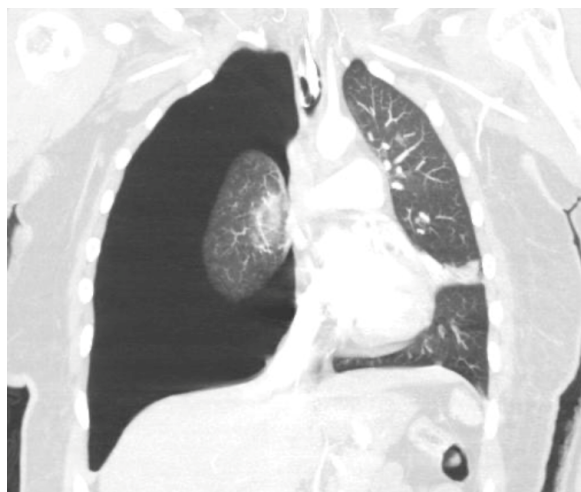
Ricostruzione coronale di TC torace: pneumotorace iperteso massivo a destra con netta riduzione volumetrica del polmone omolaterale (delimitato dalle frecce) e shift sinistro delle strutture mediastiniche; polmone sinistro ipoespanso con stria disventilatoria a decorso orizzontale.
